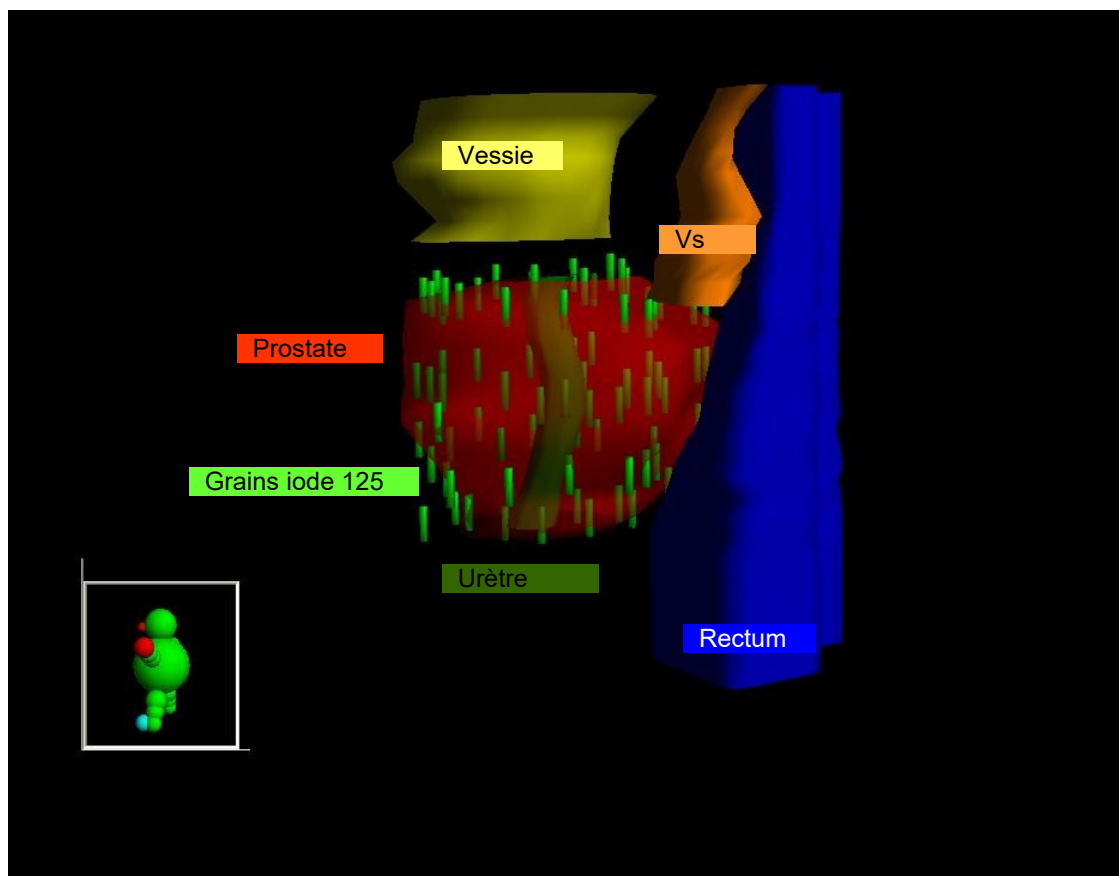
Curiethérapie de prostate après implantation de grains iode 125 : reconstruction en 3D de coupes échographiques
